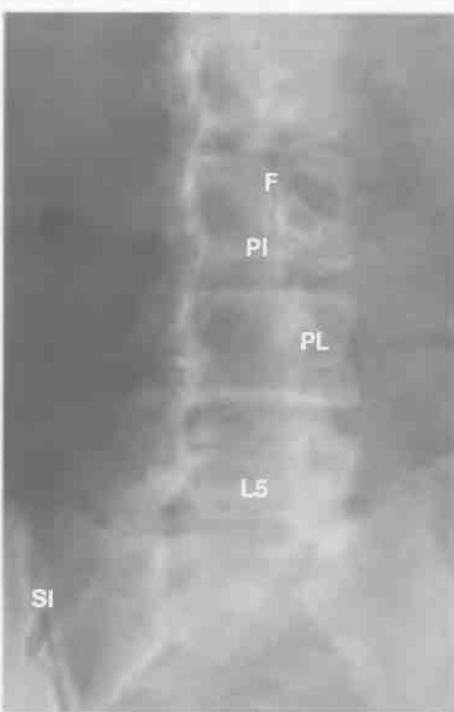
Рентгенограмма пояснично-крестового отдела позвоночника в косой проекции.
